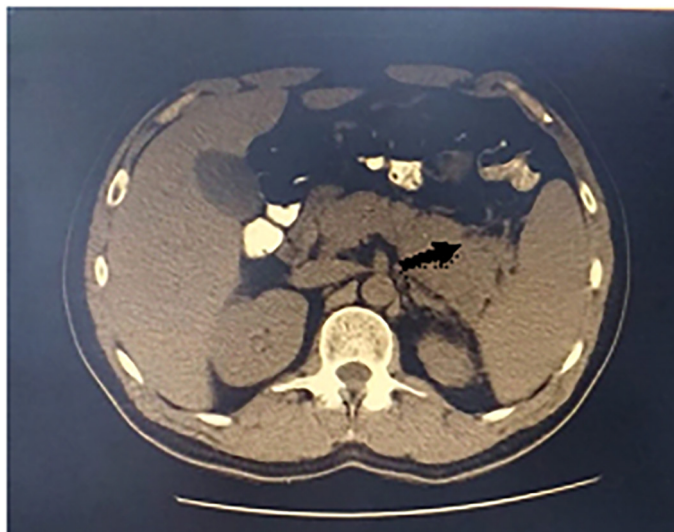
Tomografía de control de abdomen y pelvis con contraste oral con mejoría de hipodensidad de cuerpo y cola del páncreas
